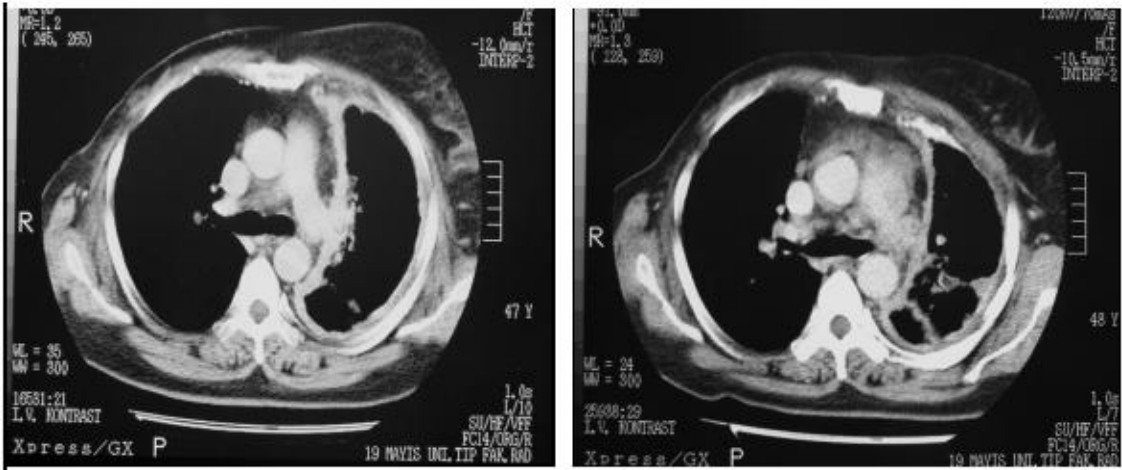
Grup IV'teki malign mezotelyomalı olgunun direkt radyografi ve göğüs BT kesiti
